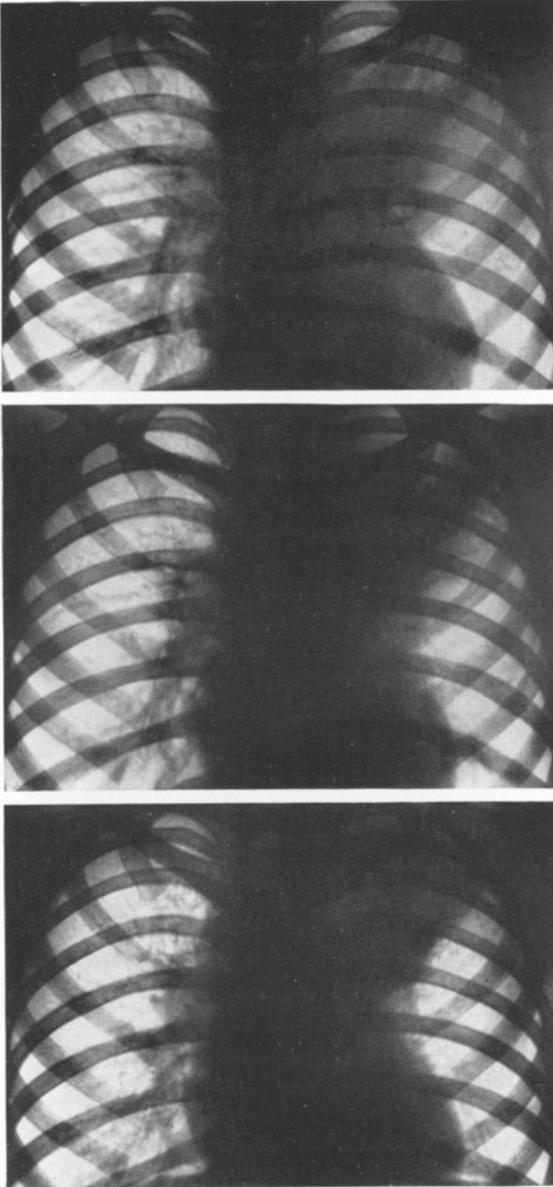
Epituberkulose (7jähriger Knabe). Röntgenologische Befunde 5—4 Monate vor dem Tode. S.Nr. 1164/31.
